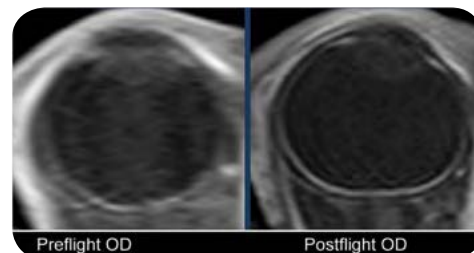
Wyniki badań USG (opis przypadku 4). Na zdjęciu widać ugięcie i zwiększoną średnicę nerwu wzrokowego o około 12 mm, co jest zgodne z podwyższonymi ICP. Nerve wzrokowy pokazano kolorem fioletowym, a średnicę nerwu wzrokowego na zielono [6]. Źródło: NASA
